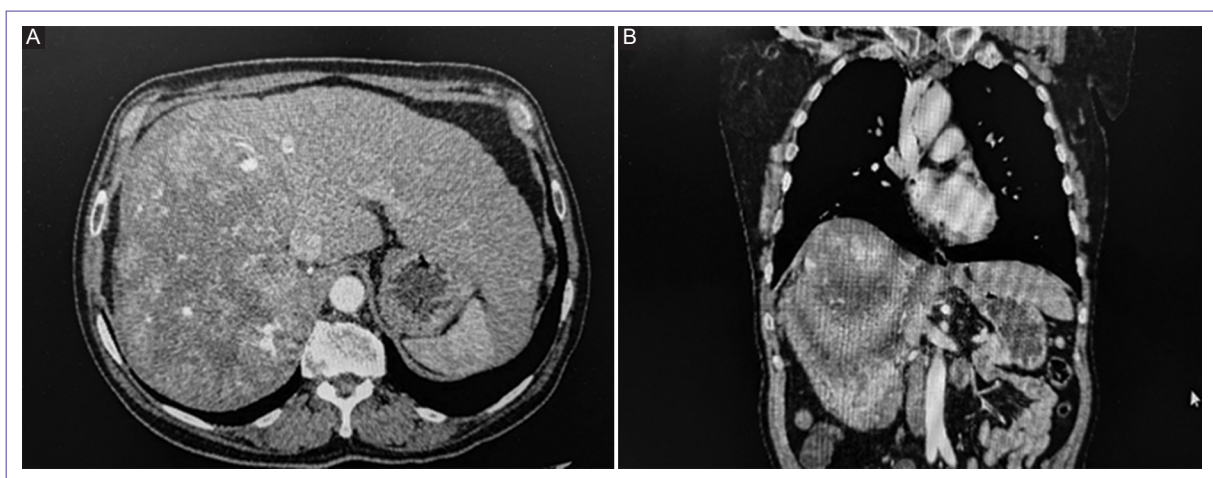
A: tomografía axial de abdomen en fase contrastada tumor hepático lóbulo derecho. B: imágenes coronales por tomografía abdominal contrastada donde se evidencia tumor a nivel de hígado con elevación de hemidiafragma derecho.
